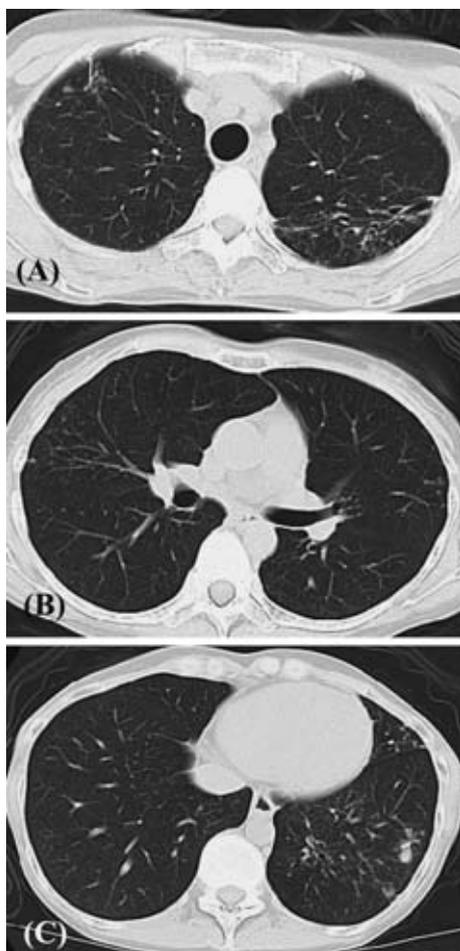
Chest computed tomography after the end of the treatment. (A) Scar lesion and dilated bronchus remained in both lungs. (B) Small nodules were seen in the middle lobe and lingular segment. (C) Pulmonary infiltration in the lingular and lower lobe improved but small nodules remained.
